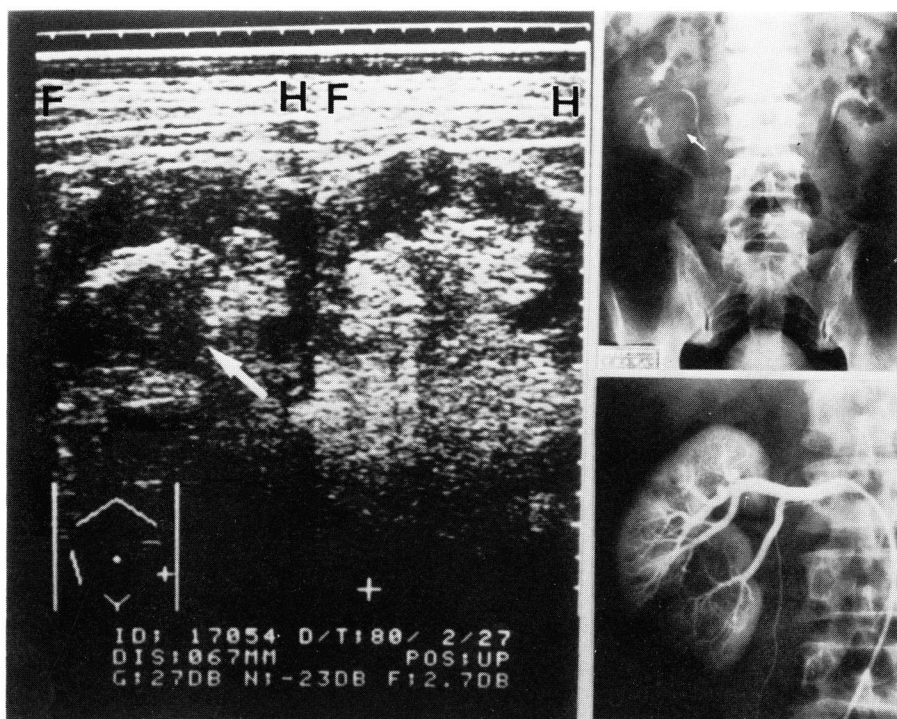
Renal cell carcinoma (arrow) is demonstrated at the lower half of the right kidney by ultrasonography and IVP, but selective renal arteriogram does not reveal tumor neovascularity
